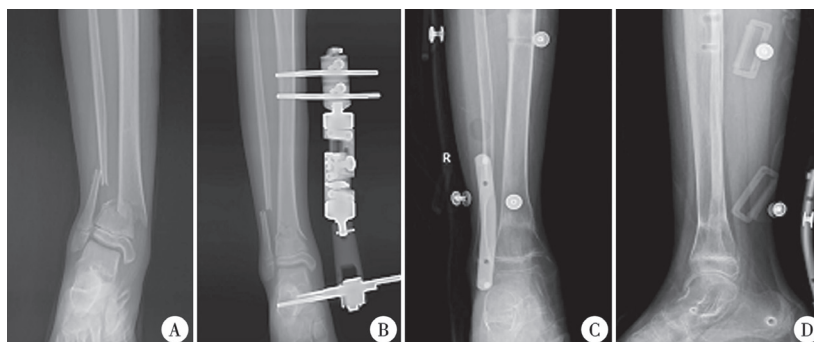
胫腓骨远端骨折患者手术前后、外固定架拆除前后X线片 患者男，9岁4个月，车祸伤致右侧胫腓骨远端骨折，采用跨关节外固定架治疗。A：手术前胫腓骨正位X线片，胫骨远端骨折移位严重；B：手术后胫腓骨正位X线片，术中闭合复位安置跨关节外固定架；C、D：术后60 d取除外固定架，骨折愈合良好
